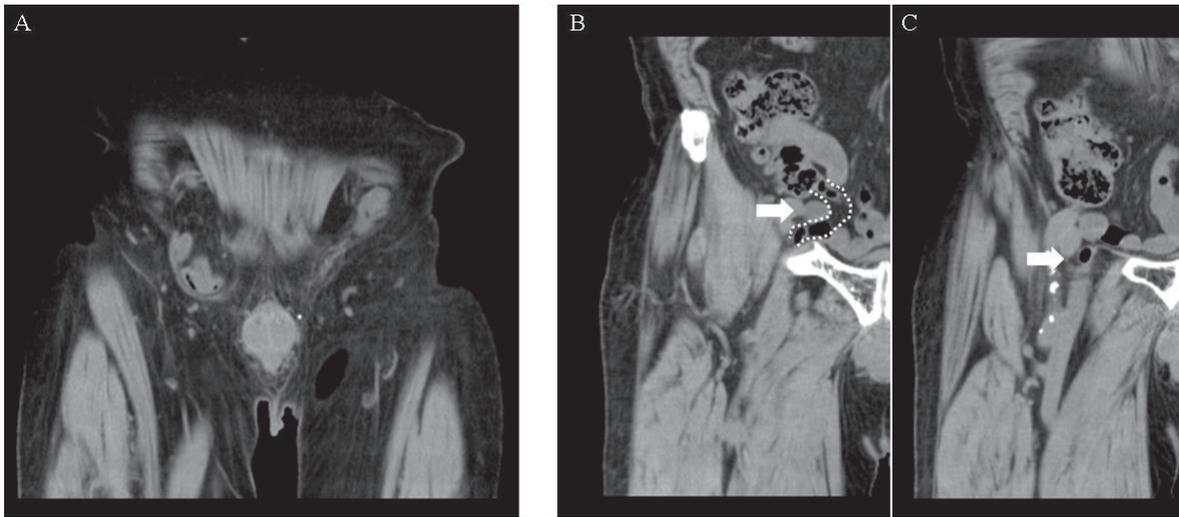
CT 冠状面. 右内鼠径ヘルニアを認めた (A). また横断面で大腿静脈の内側に脱出していた管腔臓器は, 盲腸との連続を認め虫垂と判明した (B: 点線で虫垂の輪郭を示した, C).
